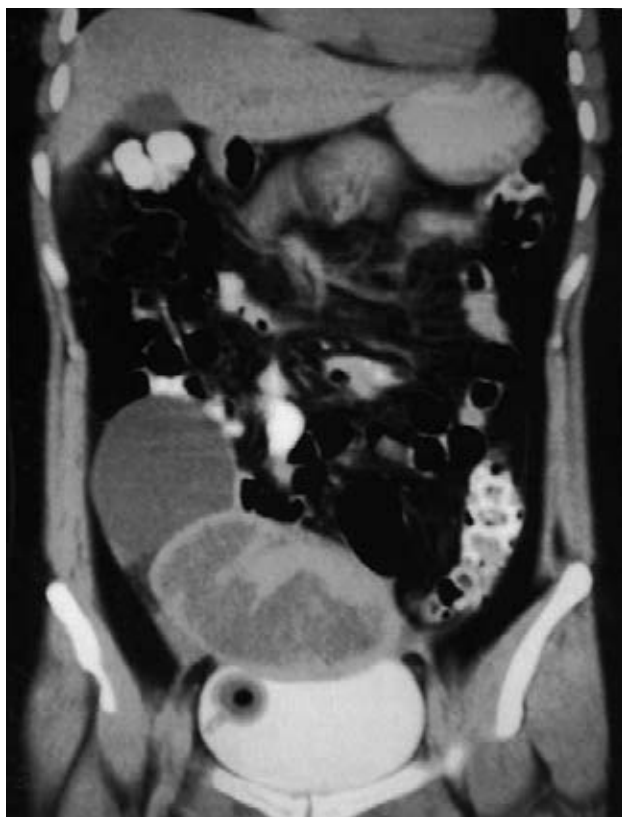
Tomografía axial computada de abdomen y pelvis, que permite identificar un tumor sólido del ovario.
